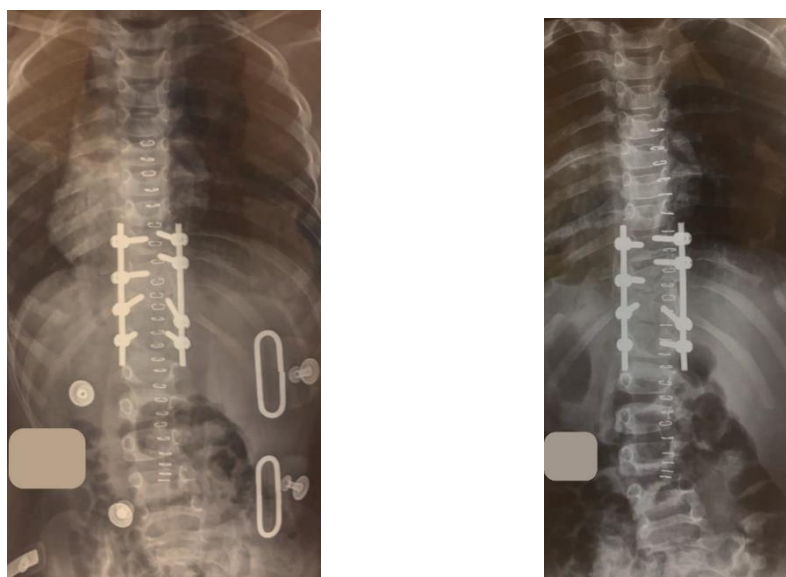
Рентгенограммы позвоночника ребенка С., 9 лет: А – в ортезе через 12 месяцев ношения; Б – без ортеза через 12 месяцев пользования ортезом.
